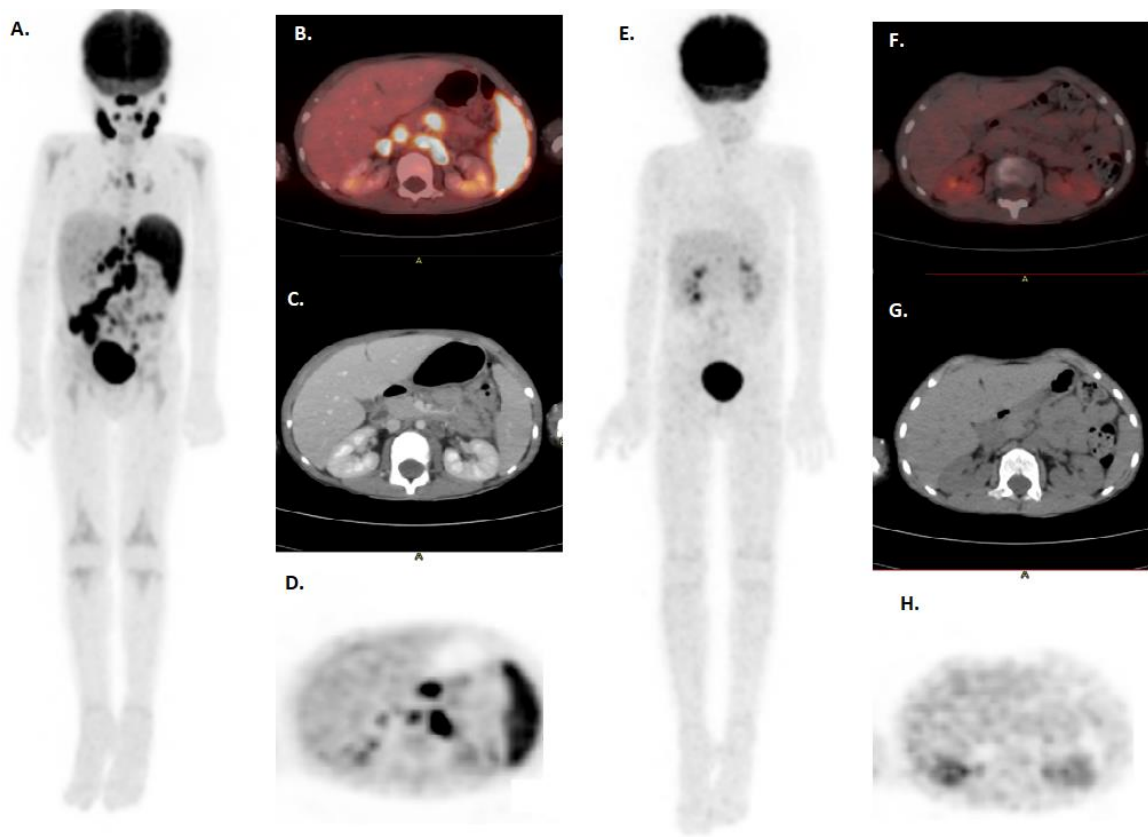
Paciente de sexo masculino de 6 años con leucemia mieloide aguda, tratado con quimioterapia y trasplante de médula ósea. Ingresa por síndrome febril con serología positiva para VEB. Imagen A. MIP PET FDG que muestra Tejido linfonodal nasofaríngeo, adenopatías hipermetabólicas supra e infradiafragmáticas asociadas a esplenomegalia con intensa actividad metabólica en bazo y focos hipermetabólicos óseos, en contexto de síndrome linfoproliferativo por VEB. B. MIP PET FDG posterior a tratamiento con Ritucimab, con disminución de tamaño y metabolismo de adenopatías supra e infradiafragmáticas.
